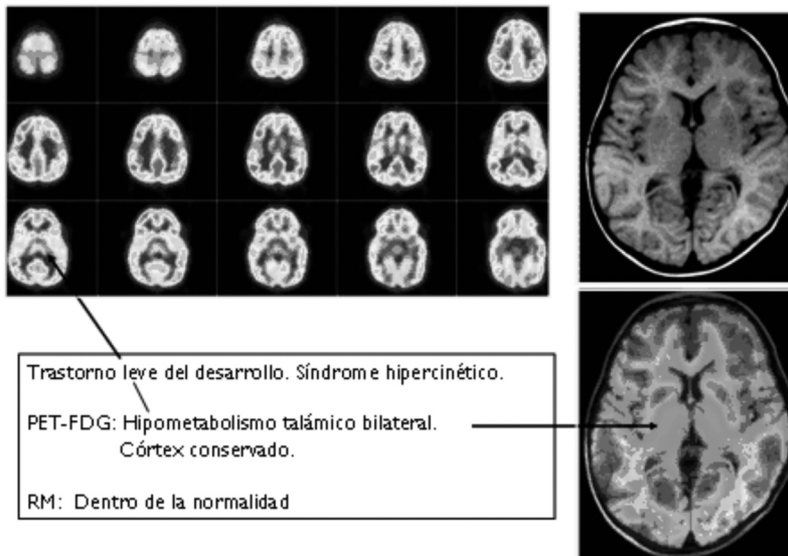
Resultados de un PET en un caso de TDAH.
